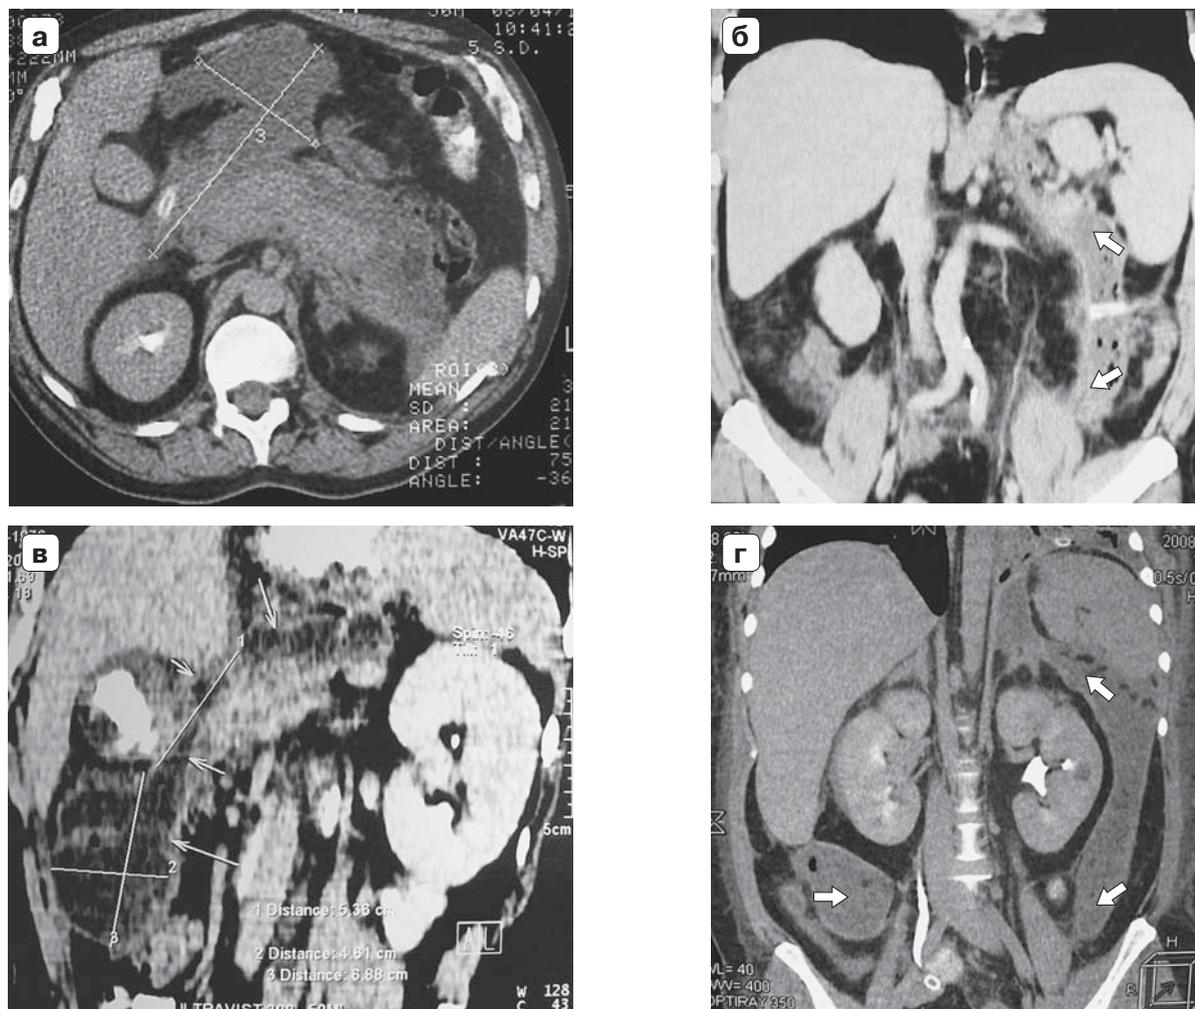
Компьютерные томограммы. Гнойно-некротический панкреатит: а – тип С, гнойно-некротический парапанкреатит, ограниченный сальниковой сумкой; б – тип D, распространение по параколической клетчатке слева; в – тип D, распространение по параколической клетчатке справа; г – тип E, распространение по параколической клетчатке с обеих сторон.
